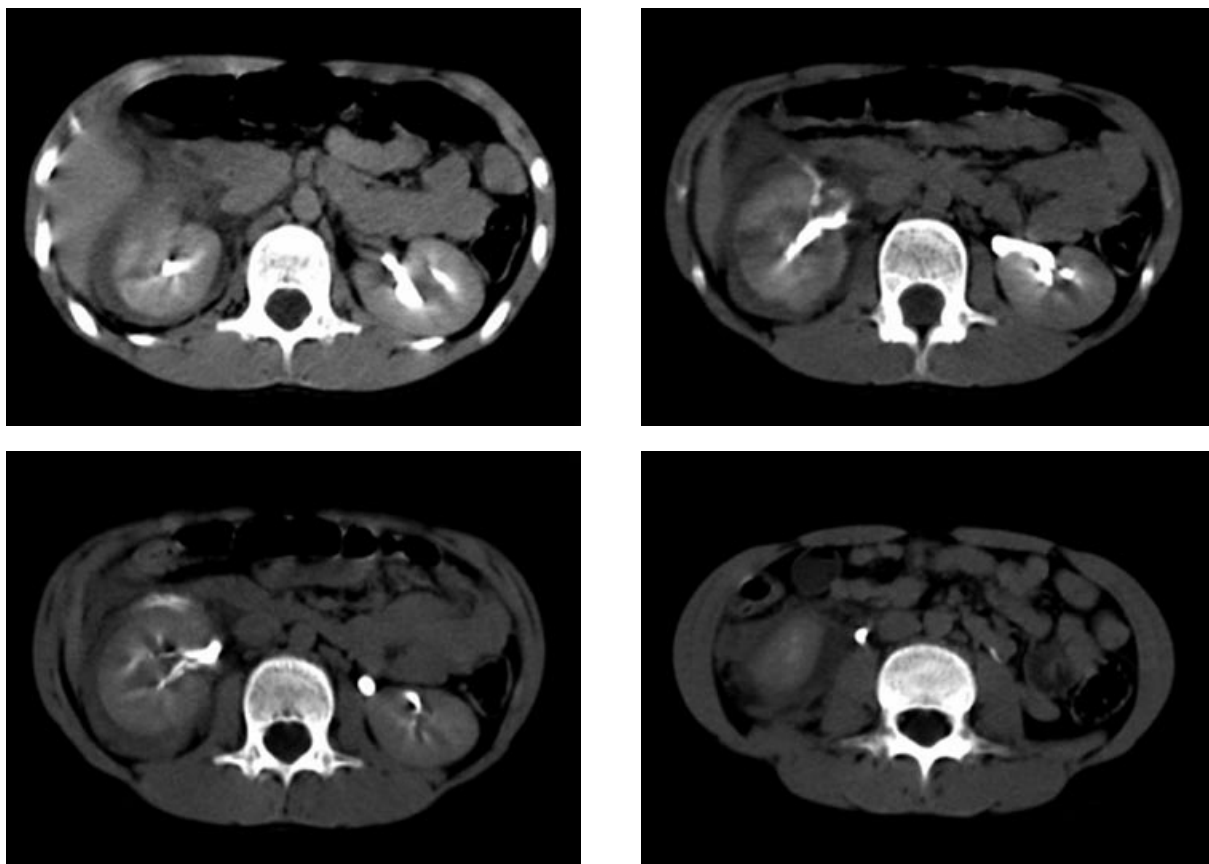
CT The same patient as in fig. 2, delayed scans.
